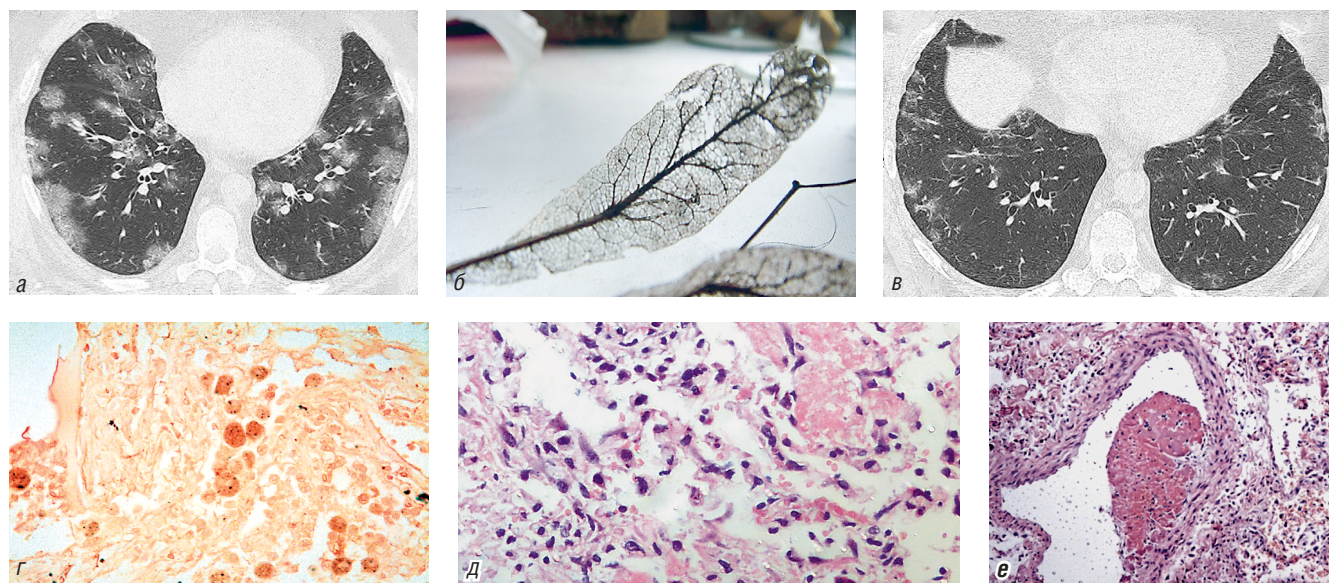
Больной Б., 46 лет. Грипп А (H1N1). На компьютерных томограммах от 19.11.2009 г. (а) КТ-картина гриппозной пневмонии — поражение отдельных вторичных легочных долек — симптом «сухого листа» (б). Частичный регресс изменений на КТ от 14.12.2009 г. (в). Морфологические изменения при гриппозной пневмонии: г) острая гриппозная пневмония (ИГХ) — гриппозные (вирусные) тельца, в межальвеолярных перегородках клеточная инфильтрация, в просвете альвеол — кровоизлияния, альвеолярный эпителий — кубические крупные клетки с гиперхромными ядрами; д) фибриноидные массы в просвете альвеол; е) тромб в просвете сосуда
